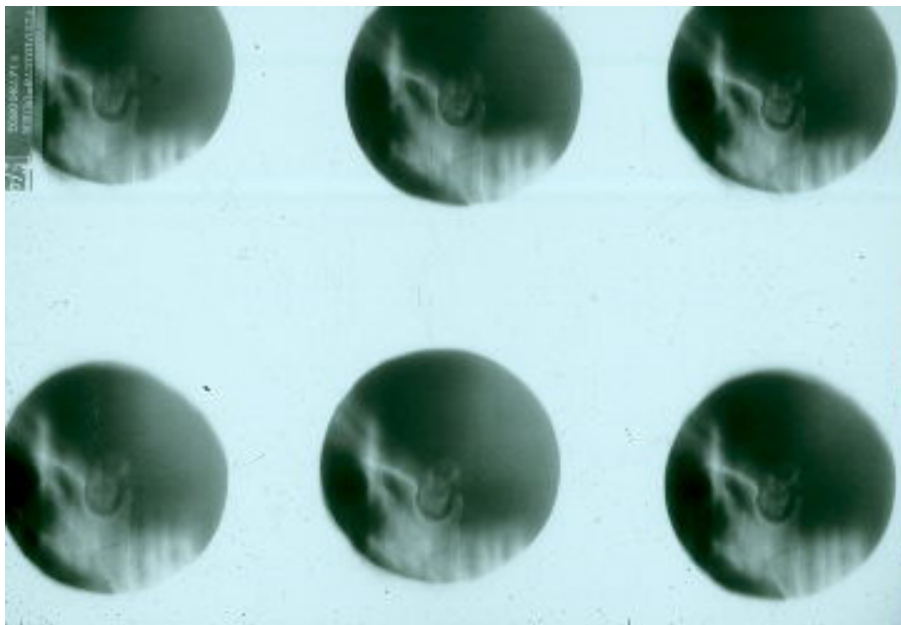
Corte de radiografía lateral de la silla turca. Calcificación intrasellar por craneofaringioma (Cortesía del Dr. Cañete).
